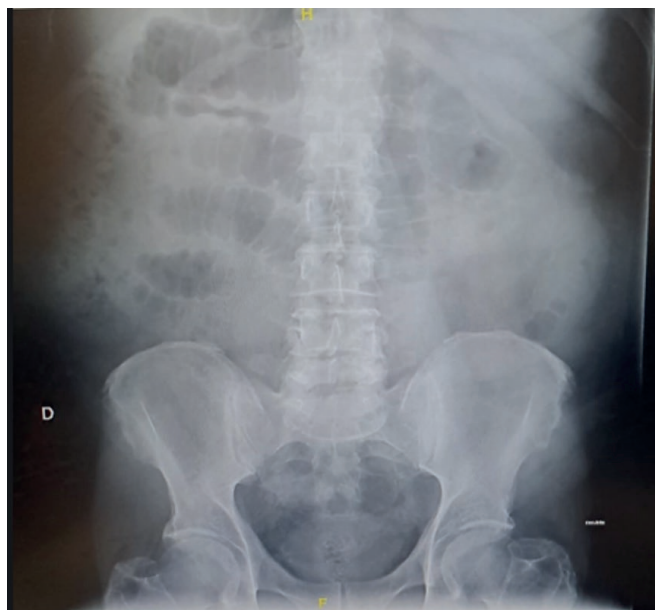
Radiografía de abdomen
